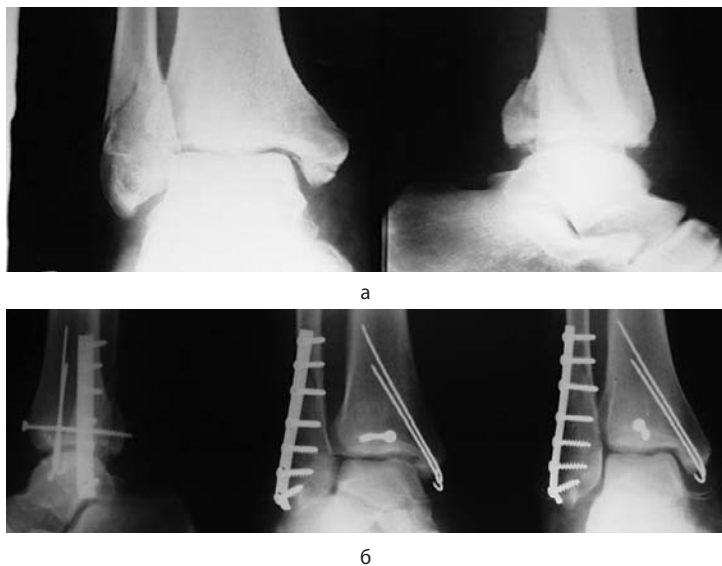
Рентгенограммы больного А., 36 лет, в день травмы (а) и при поступлении в травмопункт (б)
